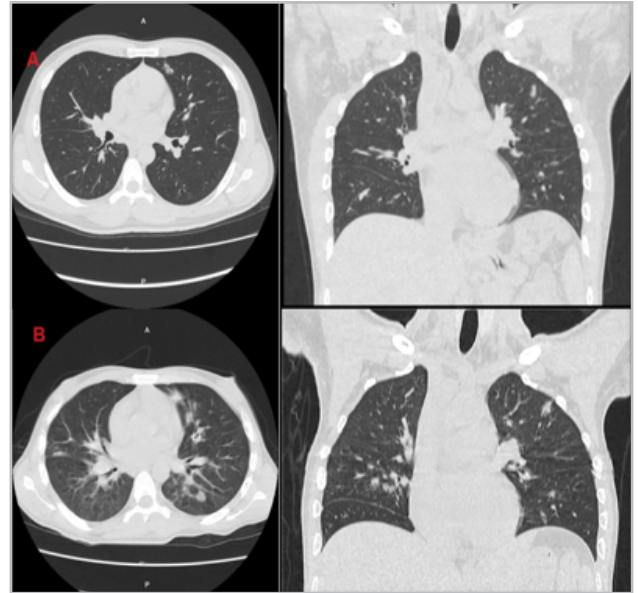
Tomografía pulmonar. A. Tomografía tomada en la primera hospitalización tres meses antes. B. Tomografía tomada al momento del ingreso.
